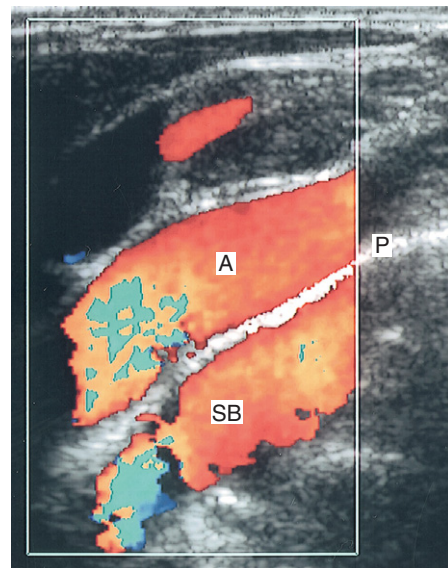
Farbdopplerbild der A. subclavia (A) mit einem Spiegelbild (SB) unterhalb der Pleura (P).
